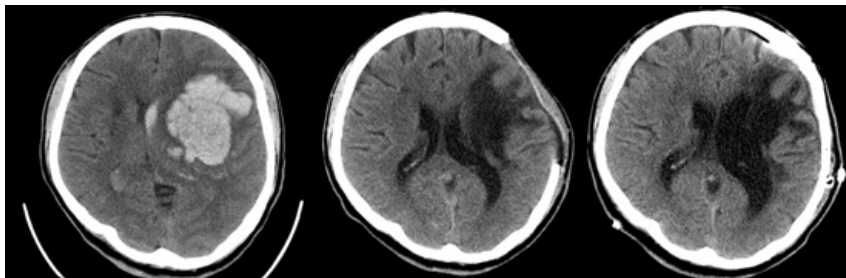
Brain CT images of hemorrhage(left), after operation(middle) and after cranioplasty surgery(right).
